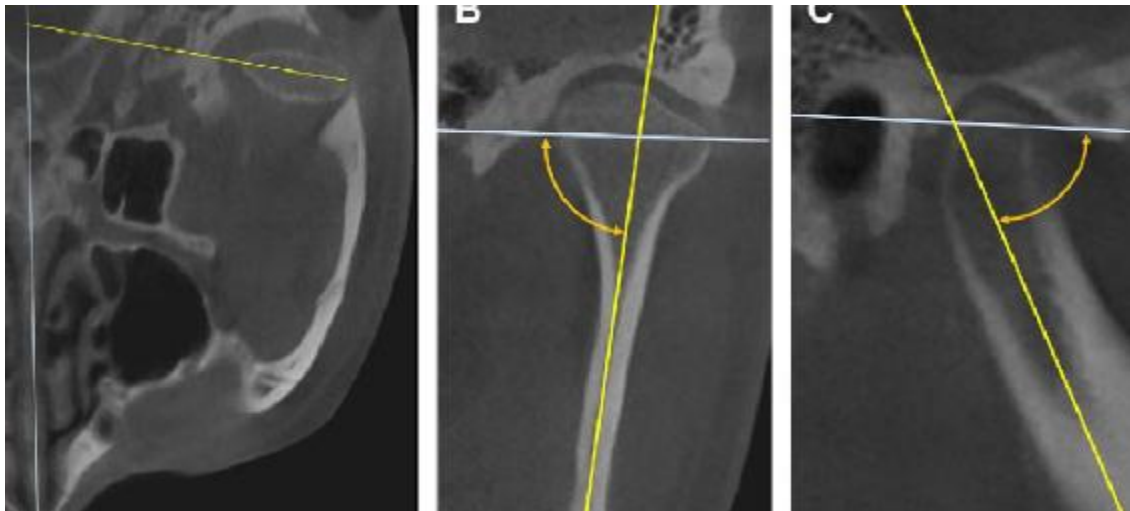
Measurement of condylar angles on CBCT images. (A) Axial condylar axis angle: angle between axial condylar axis and midsagittal plane, (B) Coronal condylar axis angle: angle between coronal condylar axis and FH plane, (C) Sagittal condylar axis angle: angle between sagittal condylar axis and FH plane.
